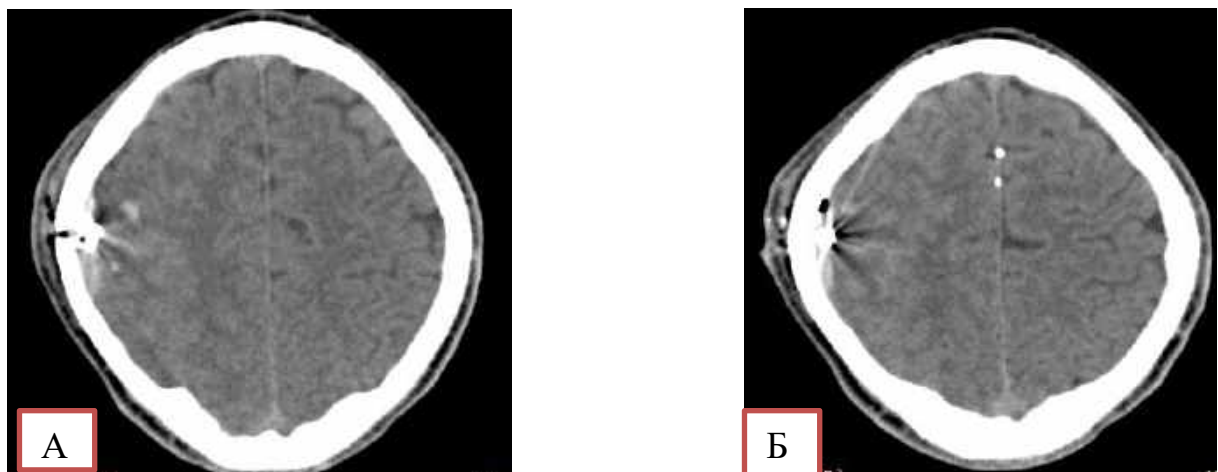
МСКТ черепа та головного мозку пораненого з вогнепальним непроникаючим поодиноким уламковим черепно-мозковим пораненням. А – КТ-скан в аксіальній площині – стрілками показані невеликі вогнища забою у
